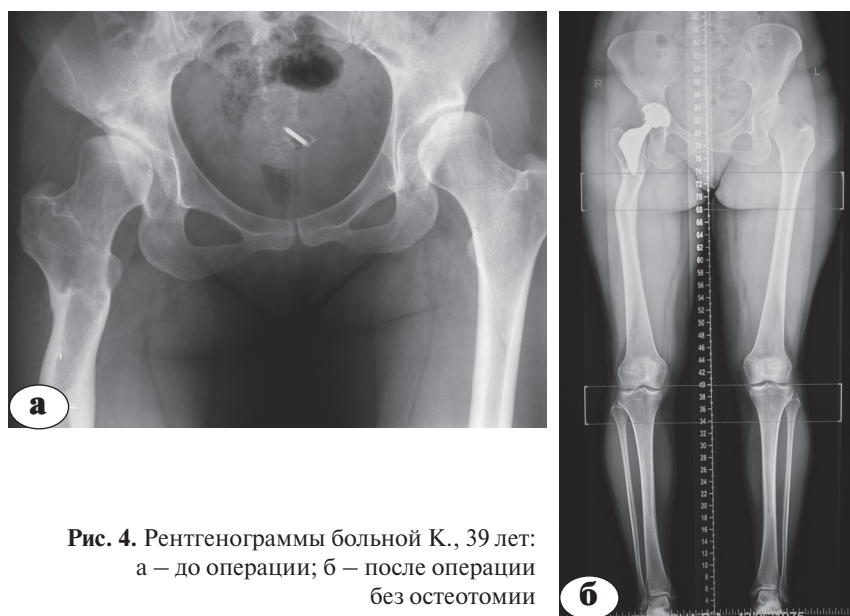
Рентгенограммы больной К., 39 лет: а – до операции; б – после операции без остеотомии
